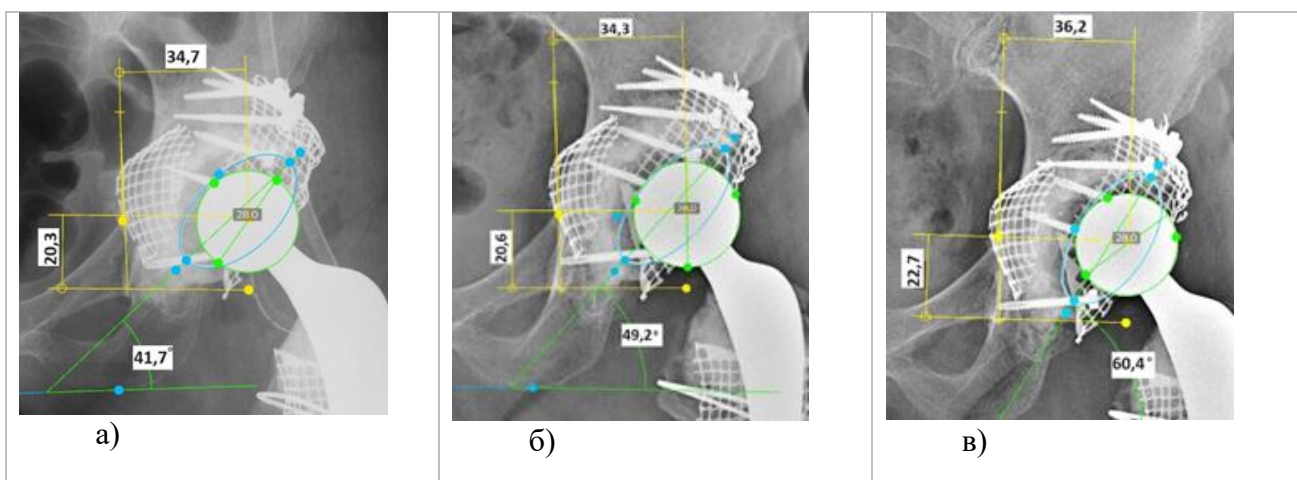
Рентгенограмма левого тазобедренного сустава в прямой проекции. Клинический пример миграции тазового компонента у пациентки П. без развития расшатывания: а – после операции, б – через 3 года, в – через 7 лет (смещение проксимально и латерально, увеличение инклинации и изменение антеверсии)
